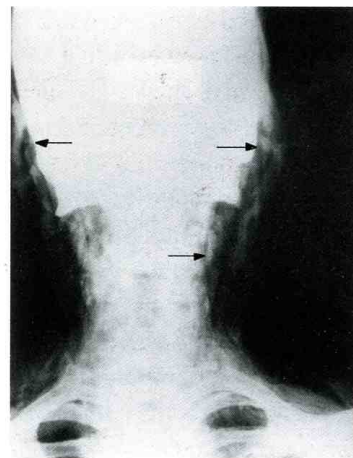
Evidente enfisema sottocutaneo al collo ed al volto fino alle regioni temporo-zigomatiche bilateralmente. La radiografia si riferisce al paziente della figura 13.
